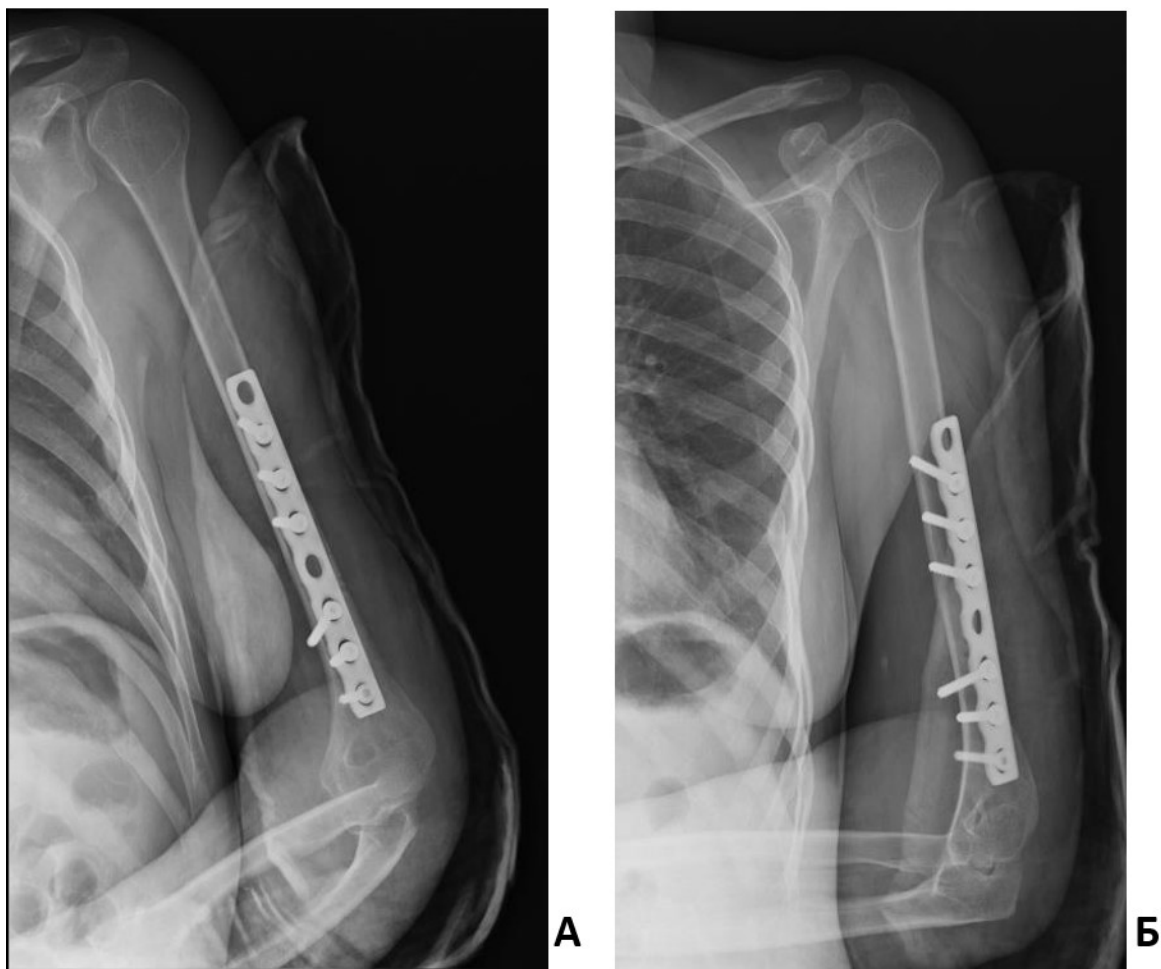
Результат рентгенологического исследования в послеоперационном периоде. А – рентгенограмма, прямая проекция; Б – рентгенограмма, боковая проекция. Выполнен остеосинтез левой плечевой кости пластиной, положение отломков и фиксатора удовлетворительное
